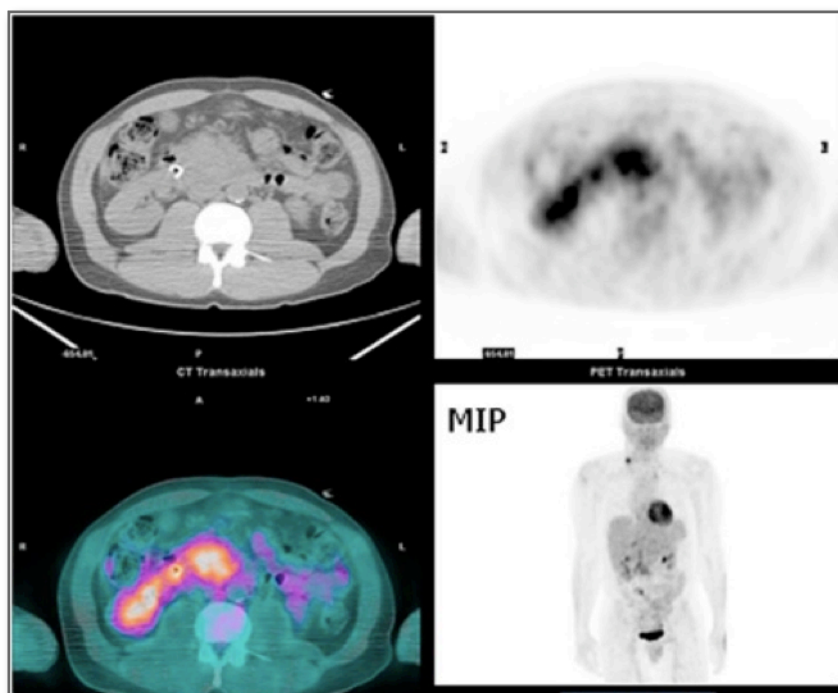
Imagen de TAC, PET y PET-TAC que muestra un foco de captación de FDG correspondiente a una neoplasia maligna de la cabeza del páncreas con metástasis supraclavicular derecha.
